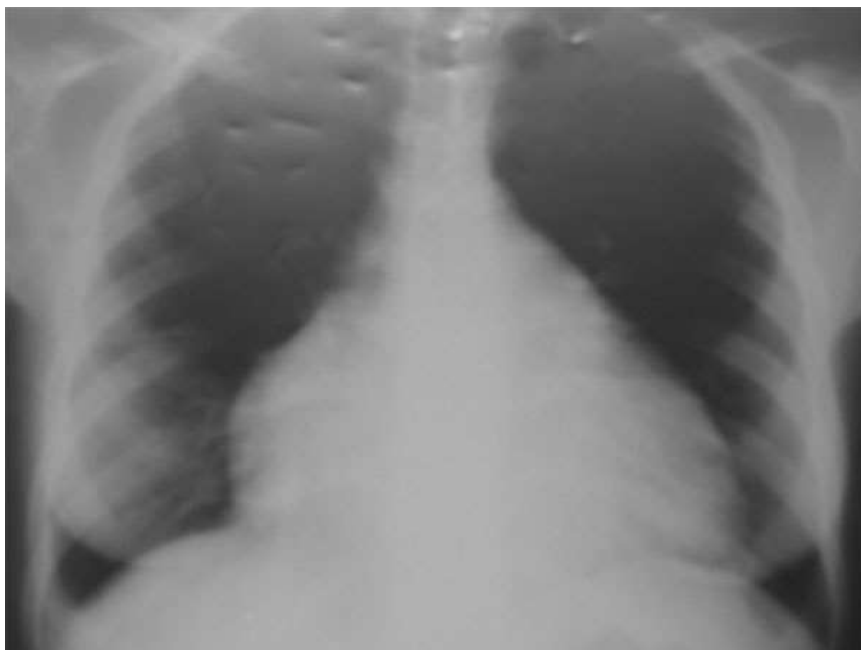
Radiographie du thorax : le patient présente une cardiomégalie
